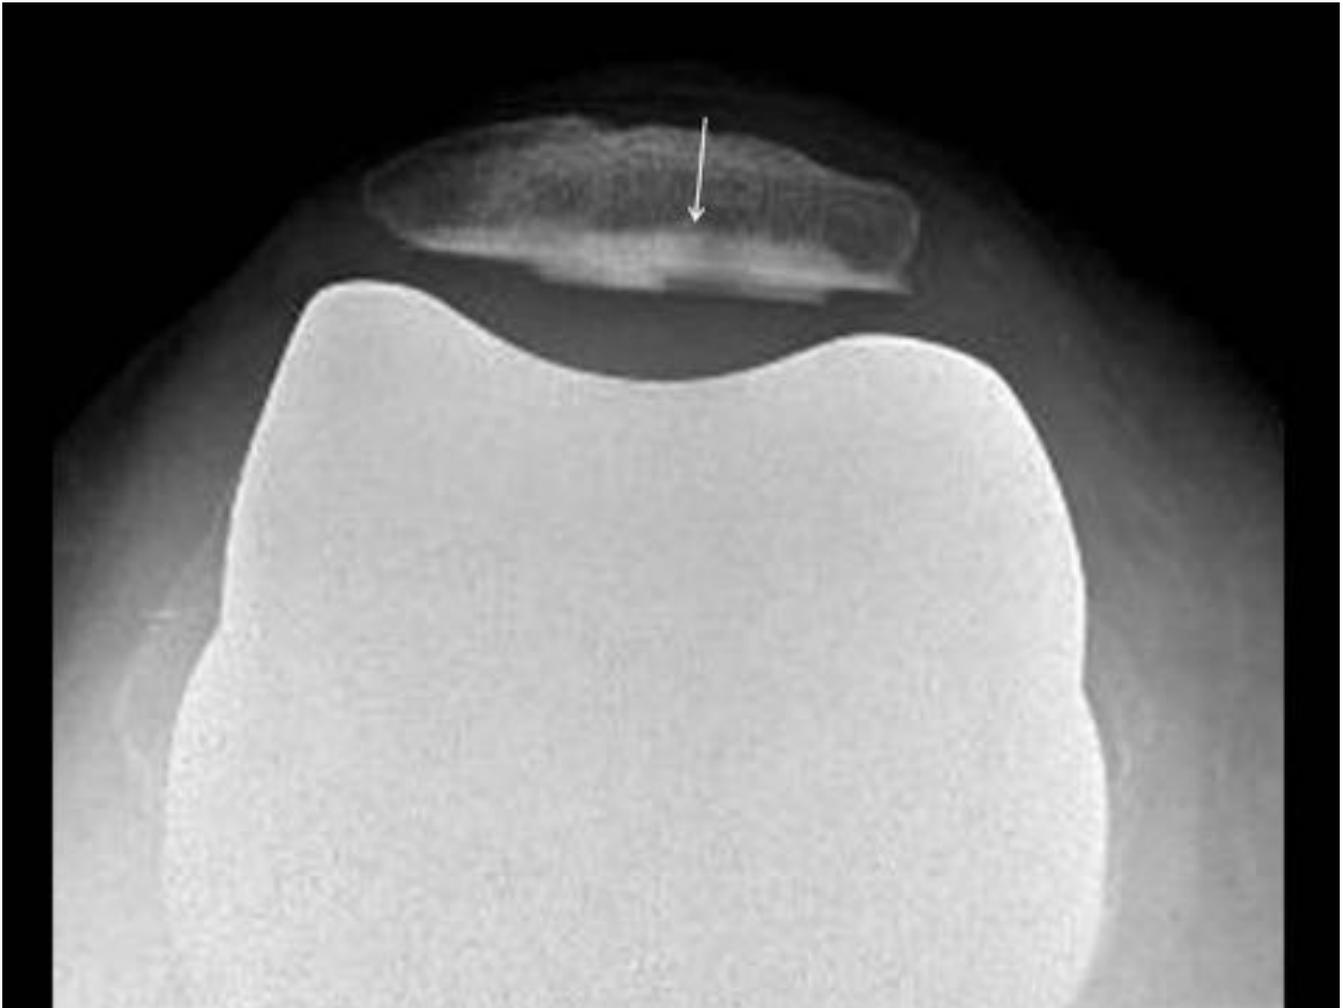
Hallazgos normales tras la colocación del botón patelar: mujer de 65 años, 5 años después de una artroplastia total de rodilla. La radiografía axial muestra la superficie articular de la patela con múltiples clavijas cementadas (flecha).
